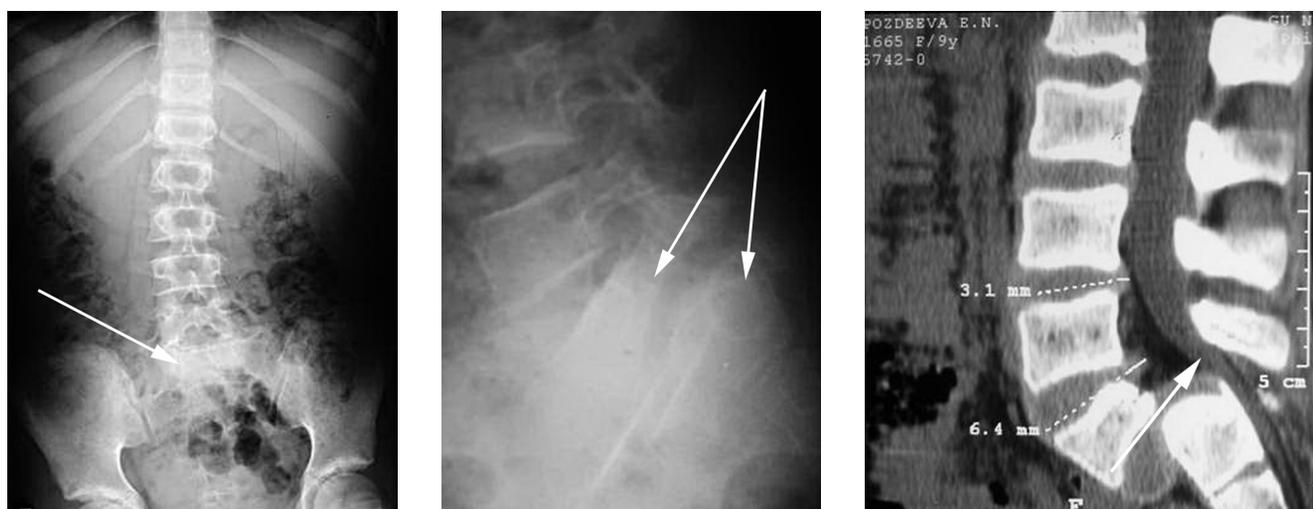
Рентгенограммы и компьютерные томограммы больной П., 10 лет. Спондилоптоз тела L5 позвонка, нижний правосторонний монопарез, сгибательные контрактуры в правой нижней конечности
